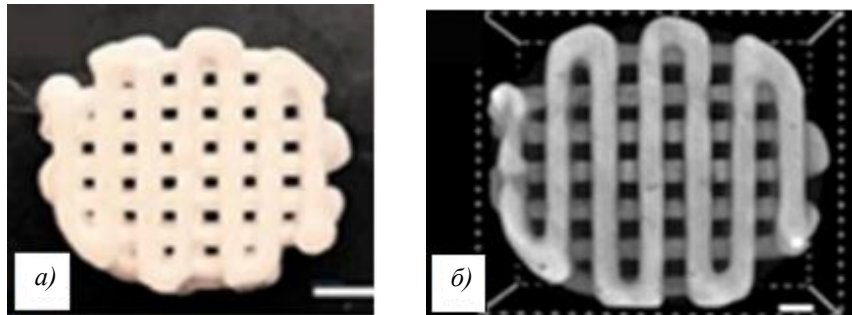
Скаффолд на основе гидроксиапатита, полученный методом цифровой обработки светом (DLP): *a* – внешний вид; *б* – изображение, полученное методом компьютерной томографии
